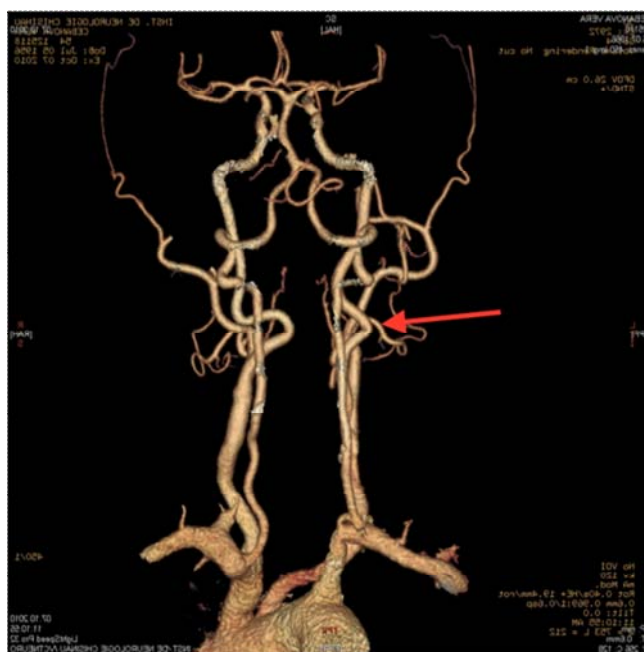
CT angio a vaselor brahiocefalice preoperator. Cu săgeată este indicată deformarea patologica tip kinking a ACI st.
